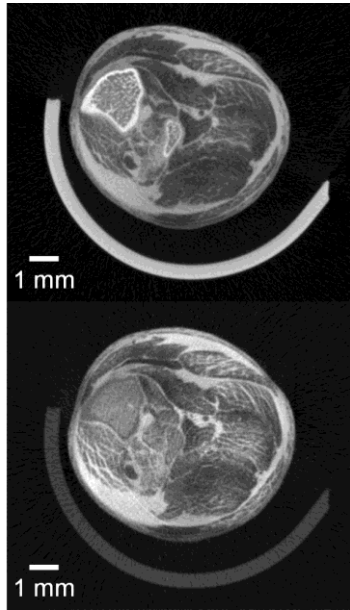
マウス膝部のインビボ CT 断面像。上：造影剤投与前；下：投与後。
